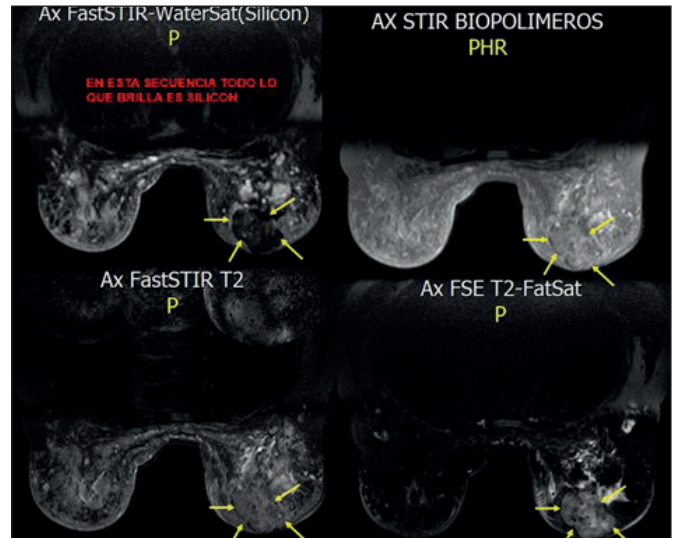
Cortes axiales de resonancia magnética mamaria en distintas secuencias que demuestran la coexistencia de biopolímeros inyectados y cáncer de mama (flechas amarillas).
